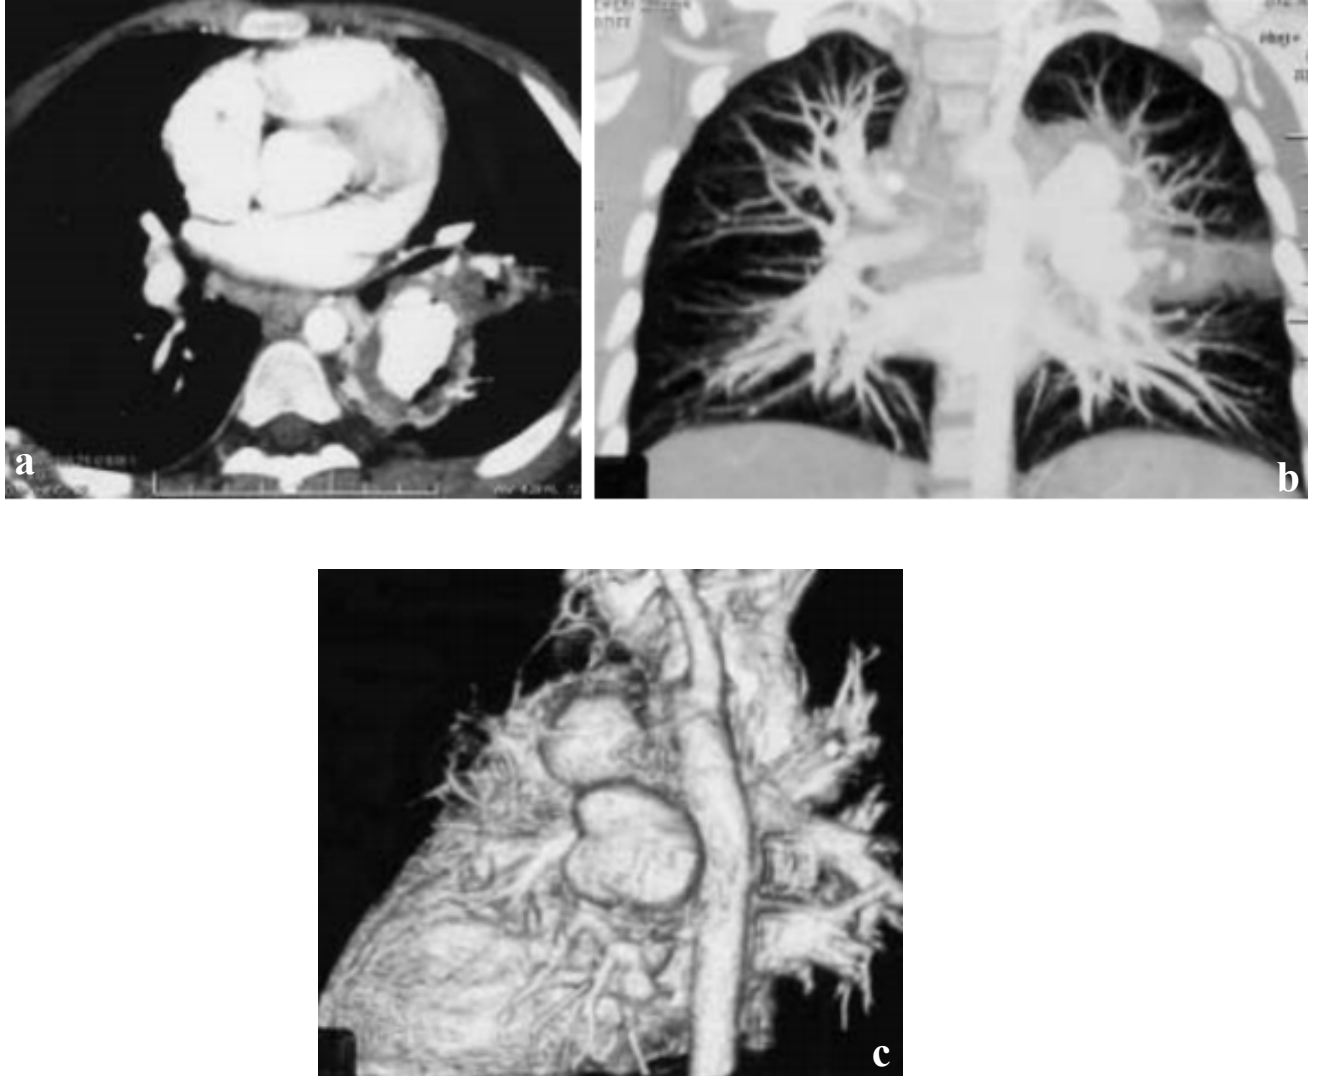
TDM thoracique : anévrysme bilobé de la portion proximale de l'artère pulmonaire gauche, avec remaniements péri-anévrysmal. [33]
